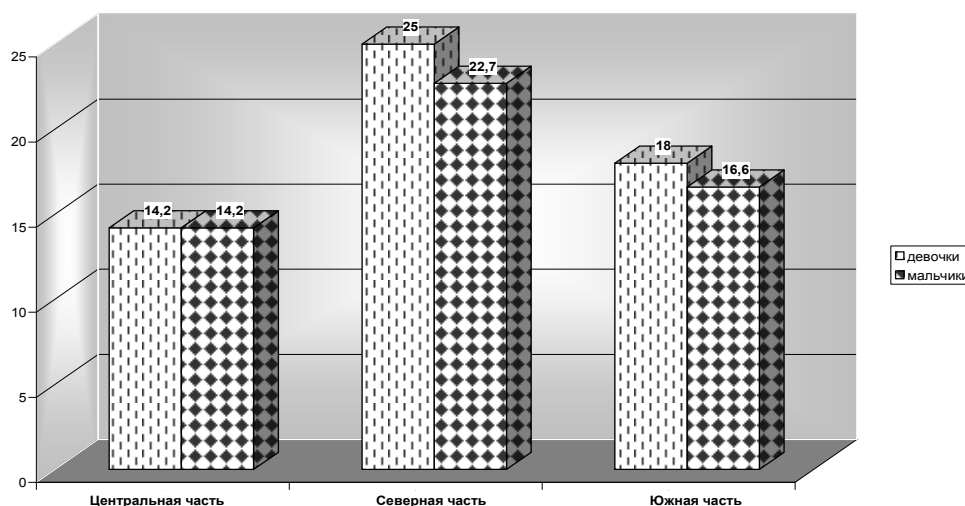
Данные УЗИ щитовидной железы у детей Пензенского района (в процентах к числу обследованных детей)
